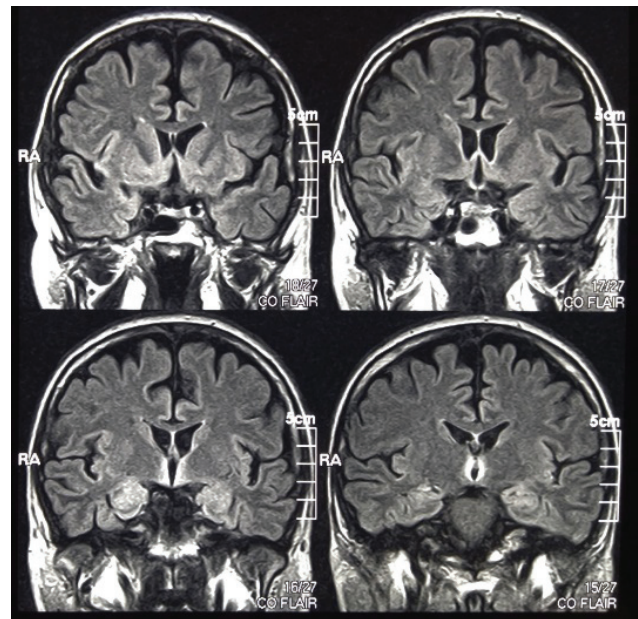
МР-томограма хворого О., фронтальний скан
